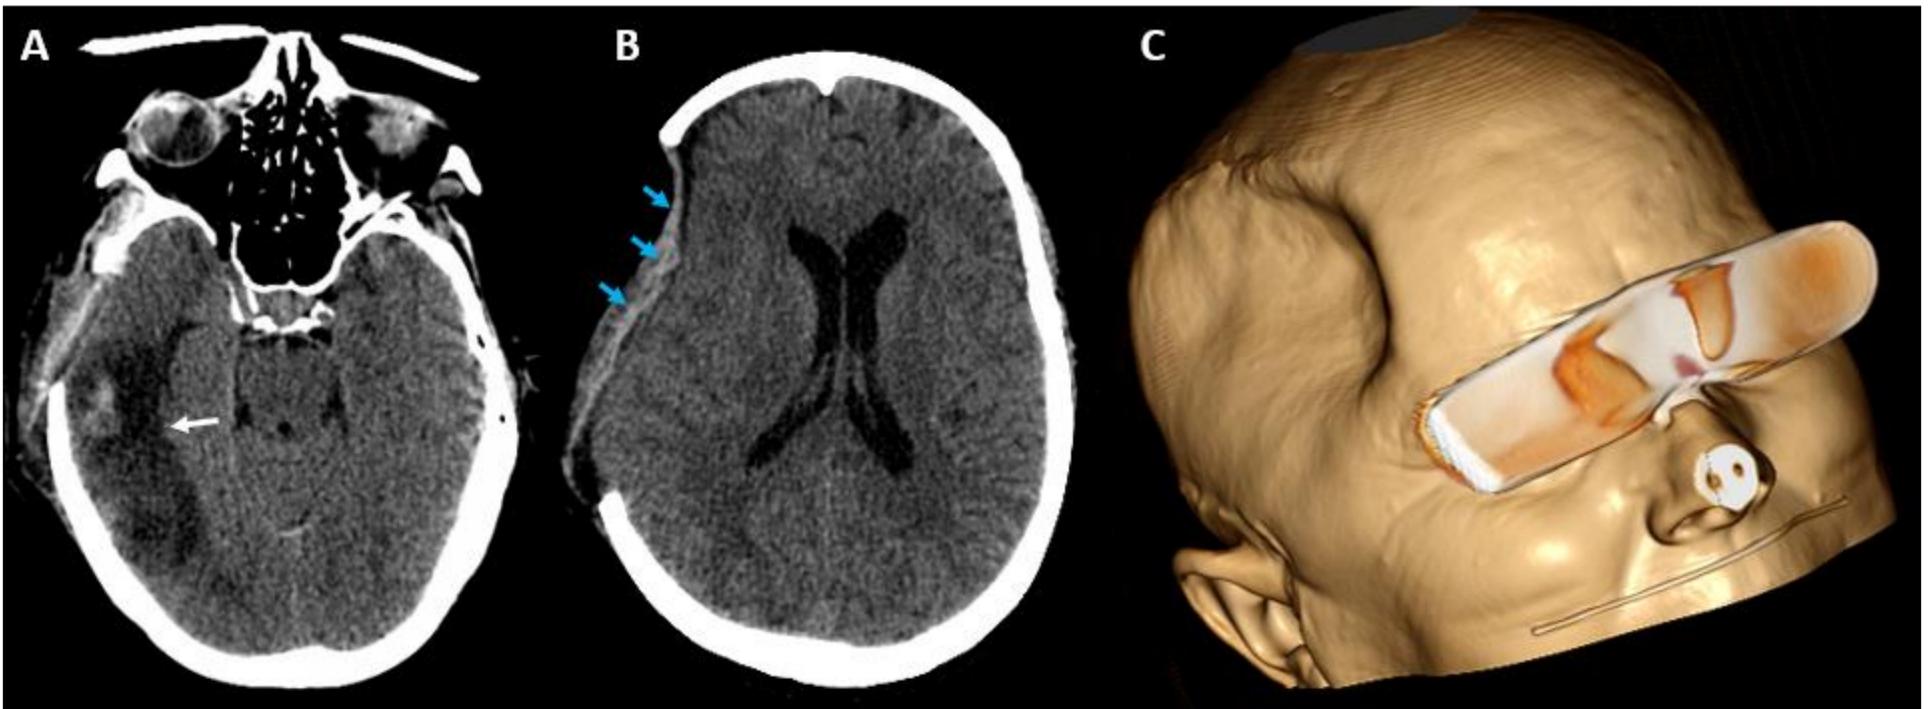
Síndrome del tefinado (síndrome del colgajo cutáneo hundido). A, B. TC de cráneo en cortes axiales, de un hombre de 74 años, realizada dos meses después de la craniectomía descompresiva, como tratamiento de un infarto en la división inferior de la arteria cerebral media derecha. Invaginación del complejo meningogaleal cubriendo el defecto óseo (flechas azules), que causa discreto efecto de masa con obliteración de los surcos del parénquima adyacente y discreta compresión del ventrículo lateral ipsilateral. No se observan herniaciones intracraneales. C. Reconstrucción volumétrica 3D que muestra acentuada concavidad del colgajo cutáneo en la región frontoparietal derecha.
